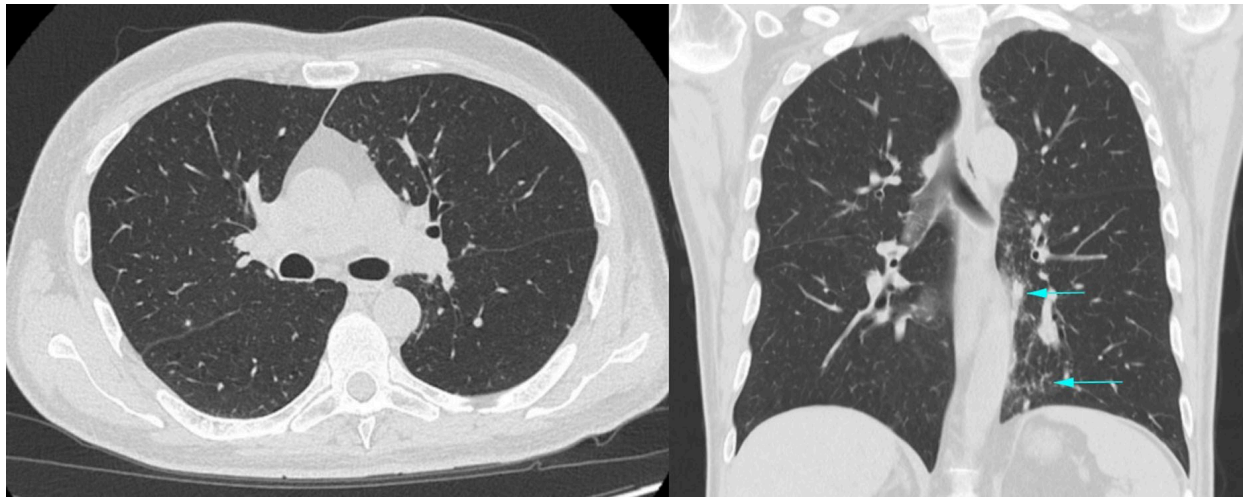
CT scans of lung tissue in axial (A) and frontal (B) projections. Negative dynamics after treatment with co-trimoxazole, micafungin. In both lungs, new lesions, preexisting lesions became larger, alveolar-interstitial lesions grew bigger (blue arrows), formation of pleural effusion (black arrow) — deterioration of the clinical features
